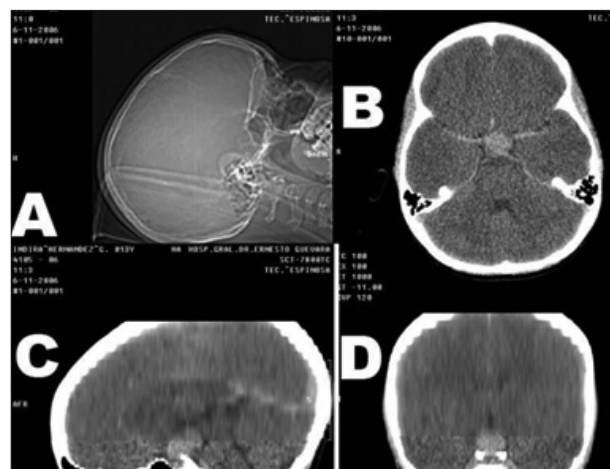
1A: Topograma de tomografía computarizada (TC). 1B: Corte axial de tomografía computarizada contrastada donde se aprecia captación de contraste homogéneo de la lesión sellar con extensión suprasellar. 1C: Reconstrucción sagital de TC craneal contrastada. 1D: Reconstrucción coronal de la TC craneal contrastada.
